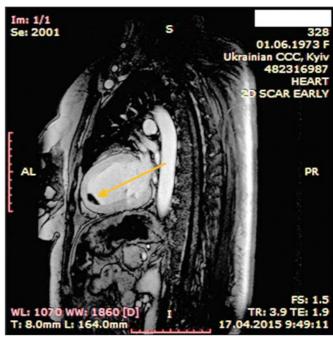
Динамическая томография, боковая проекция с контрастированием полостей и стенок – апикальный тромб ЛЖ
